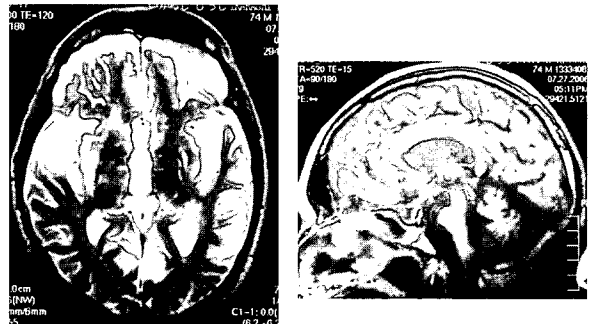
症例2 頭部MRI. 左: T2強調画像水平断。右: T1強調画像矢状断
